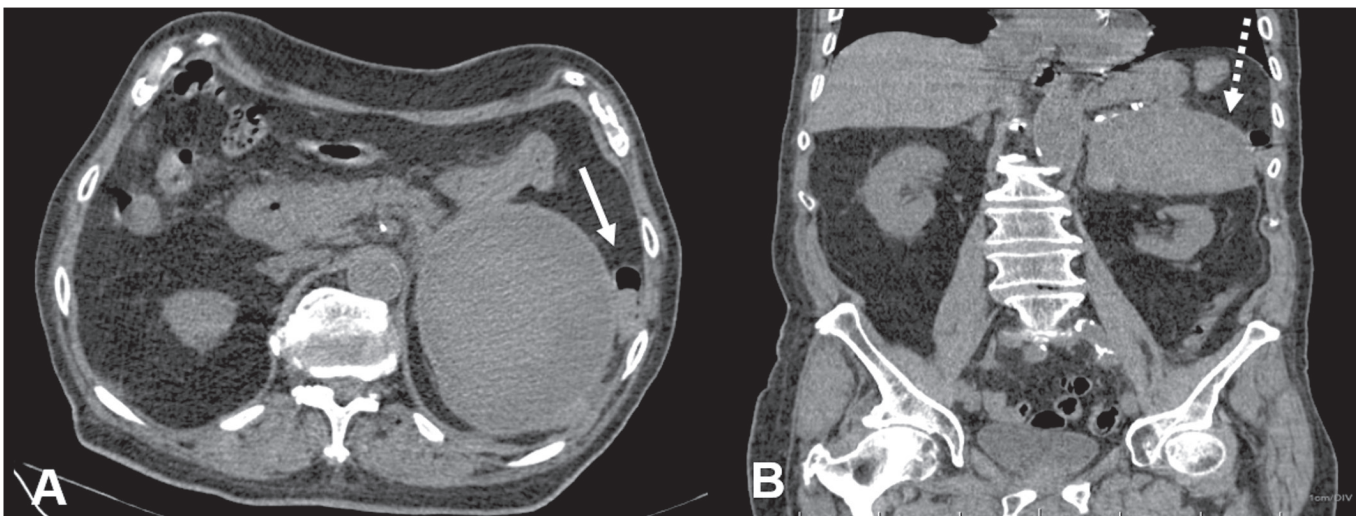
TC de abdome demonstra massa na adrenal esquerda, de contornos regulares e bem definidos, medindo $12,5 \times 10,1 \times 7,7$ cm e atenuação pré-contraste de 45 UH. A: Corte axial mostra deslocamento lateral do segmento colônico (seta). B: Corte coronal revela realce capsular (seta pontilhada).
